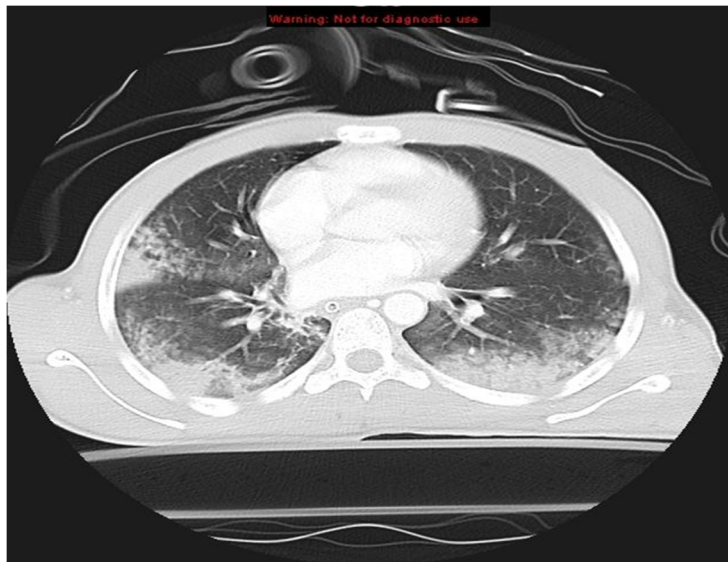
Contusions pulmonaires à la TDM thoracique
